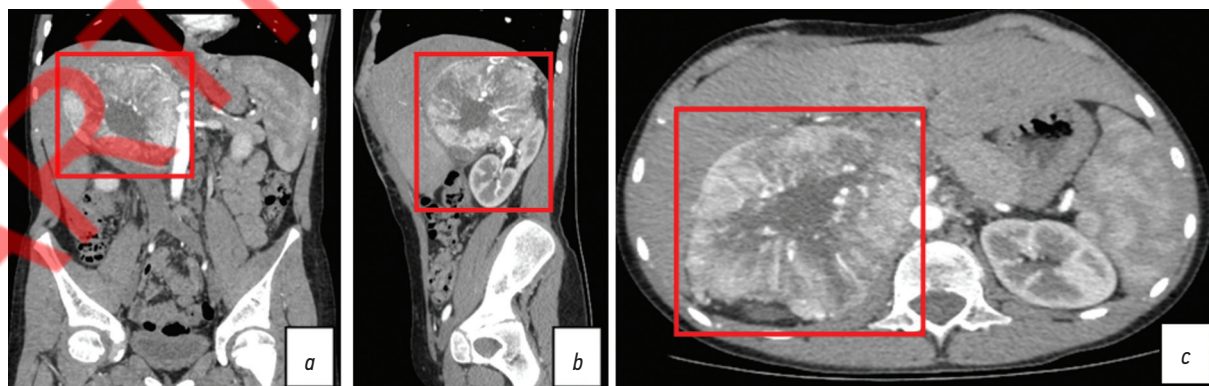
Компьютерная томография с контрастированием перед операцией: *a* — контрастирование опухоли с компрессией нижней полой вены и печени; *b* — компрессия опухолью печени и правой почки с вовлечением почечных сосудов; *c* — опухоль в горизонтальной плоскости
